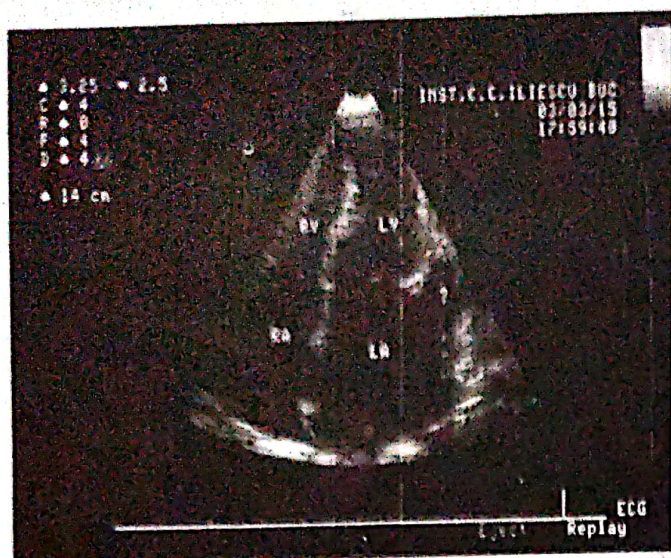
Ecocardiografie bidimensională incidență 4 camere: se observă ventriculii de dimensiuni normale și dilatarea biatrială.
